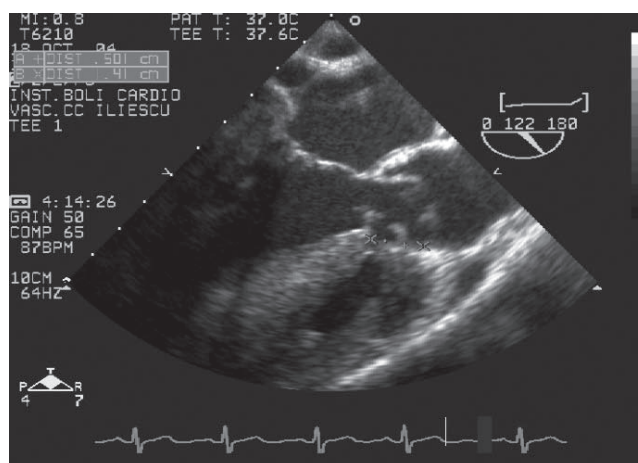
Două diafragme în TEVS – ecografie transesofagiană
